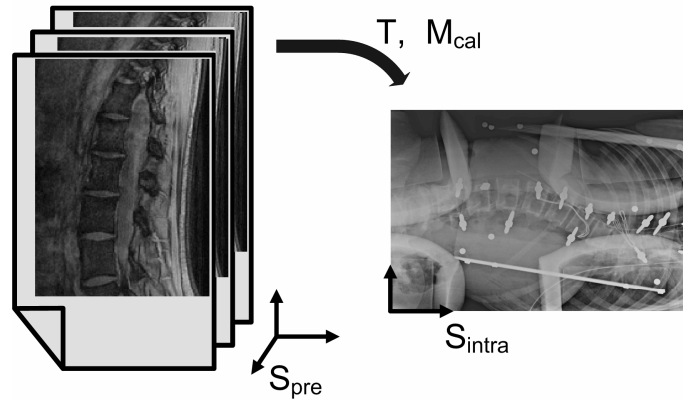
3D/2D procedure and transformations.  $S_{pre}$  represents the pre-operative coordinate system,  $S_{intra}$  the intraoperative coordinate system.  $M_{cal}$  is the calibration matrix that links the projection of 3D points to 2D plane.  $T$  is the transformation matrix that links the pre-operative MRI with the intraoperative patient positioning.
